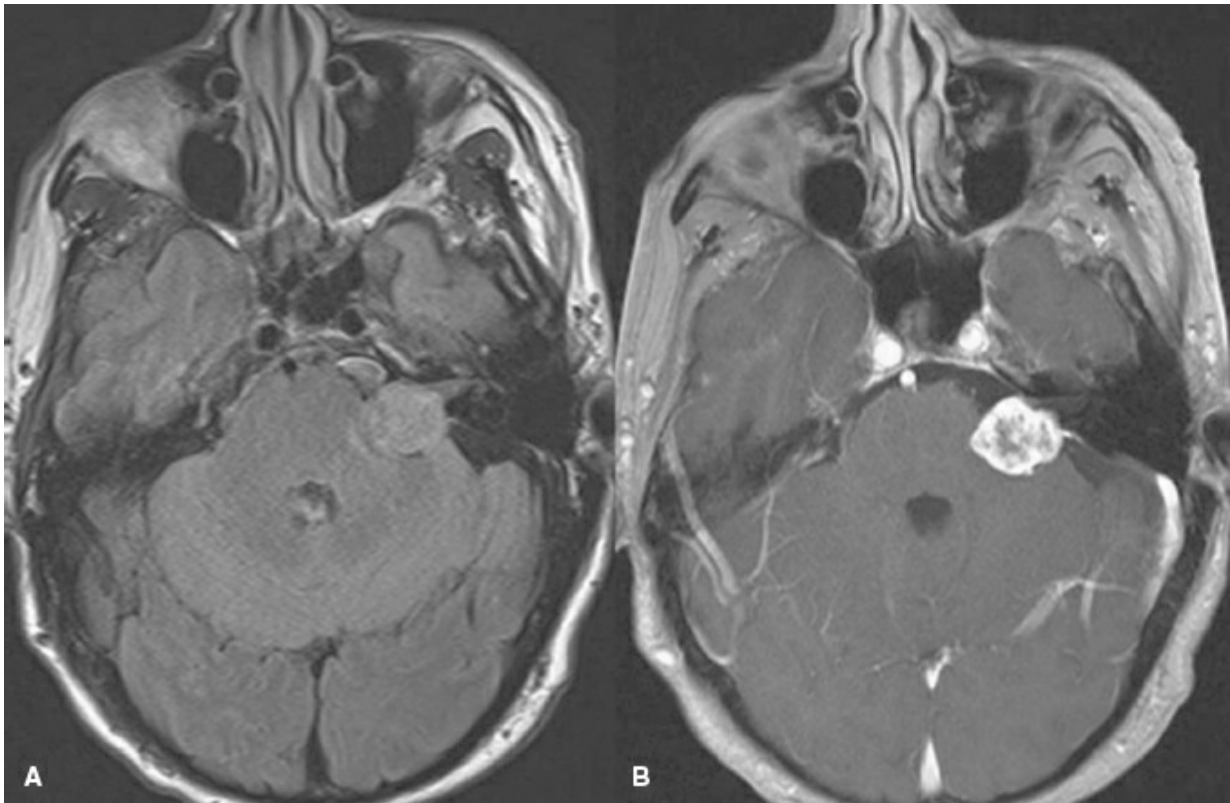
A: RMN axial en secuencia FLAIR. B: RMN axial ponderada en T1 con contraste.
